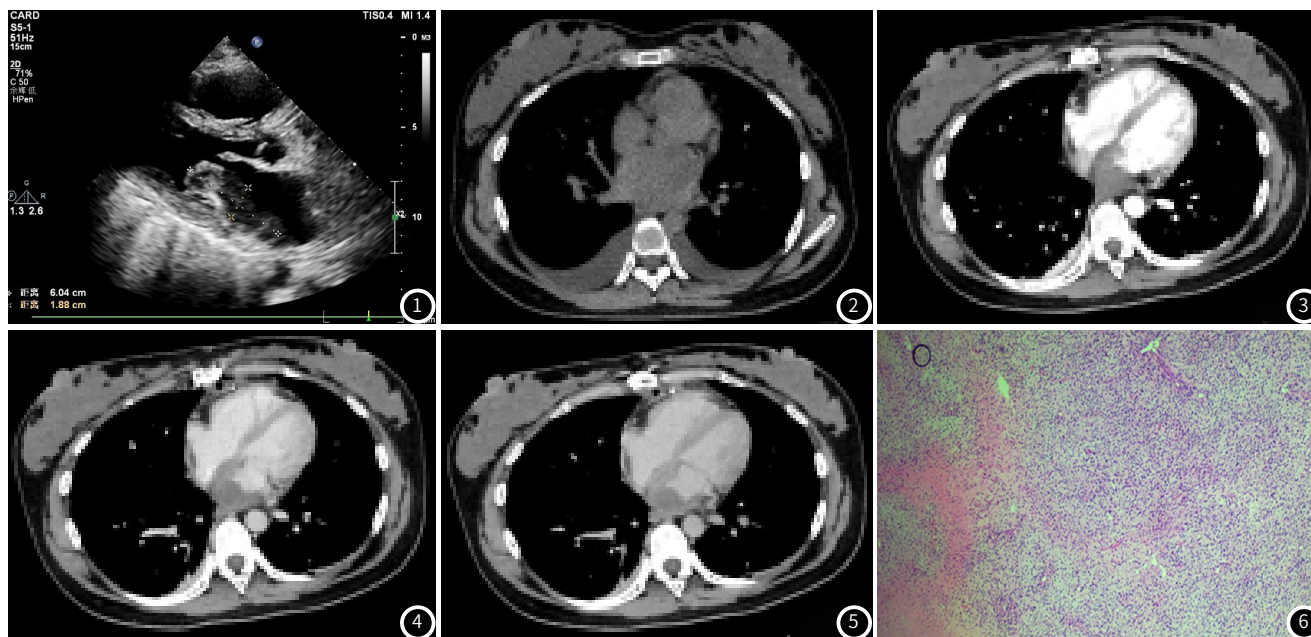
超声心动图示左房可见一低回声团附着于左房后侧壁。
